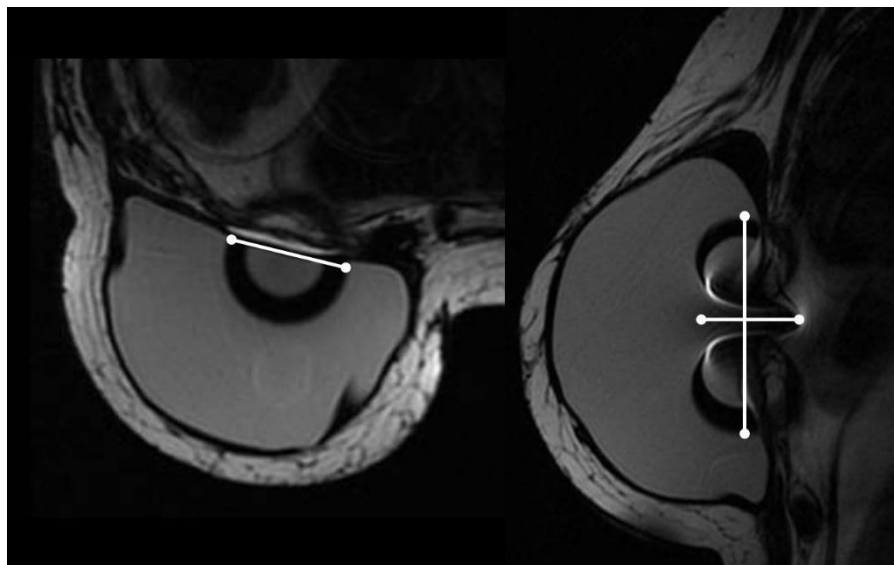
Volume estimado do artefato nos planos axial e sagital da RM.
